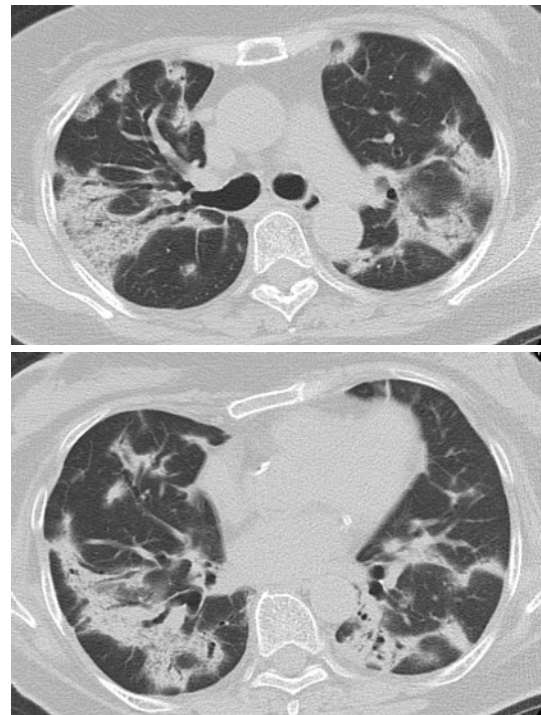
Chest CT scan on admission shows bilateral patchy consolidation with air-bronchogram and ground-glass opacity. The consolidation is predominantly peribronchial in distribution.
